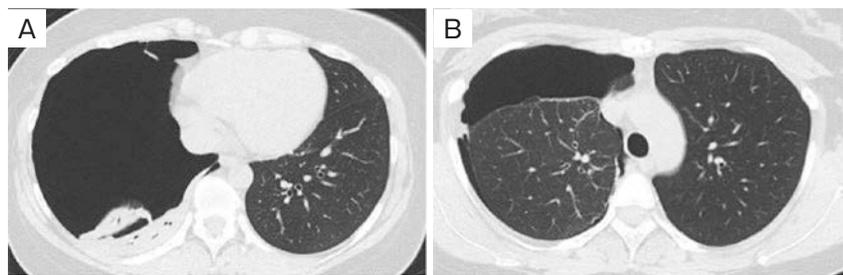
Chest computed tomography (CT) findings. (A) Chest CT scans on admission showed collapse of the right lung, especially the middle and lower lobes. (B) Chest CT scan also showed a partial adhesion of the right upper lobe to the pleura.
